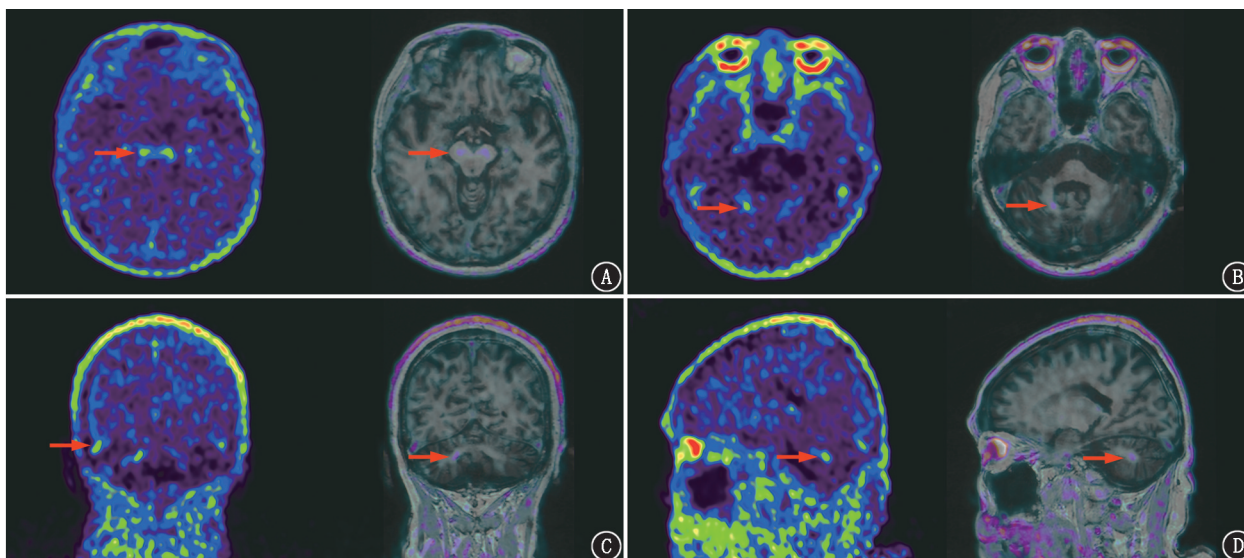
小脑型多系统萎缩患者(男,70岁)头颅 ^{18}F -PI-2620 PET/MR 显像图。A.中脑黑质区 tau 蛋白缠结异常沉积(箭头示);B~D.右侧小脑白质 tau 蛋白缠结异常沉积(箭头示)
